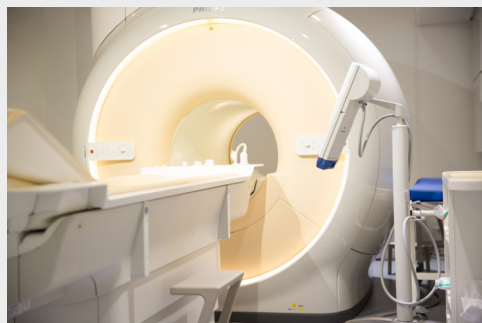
a. IRM pôle imagerie INSEP ; b. Recorder
